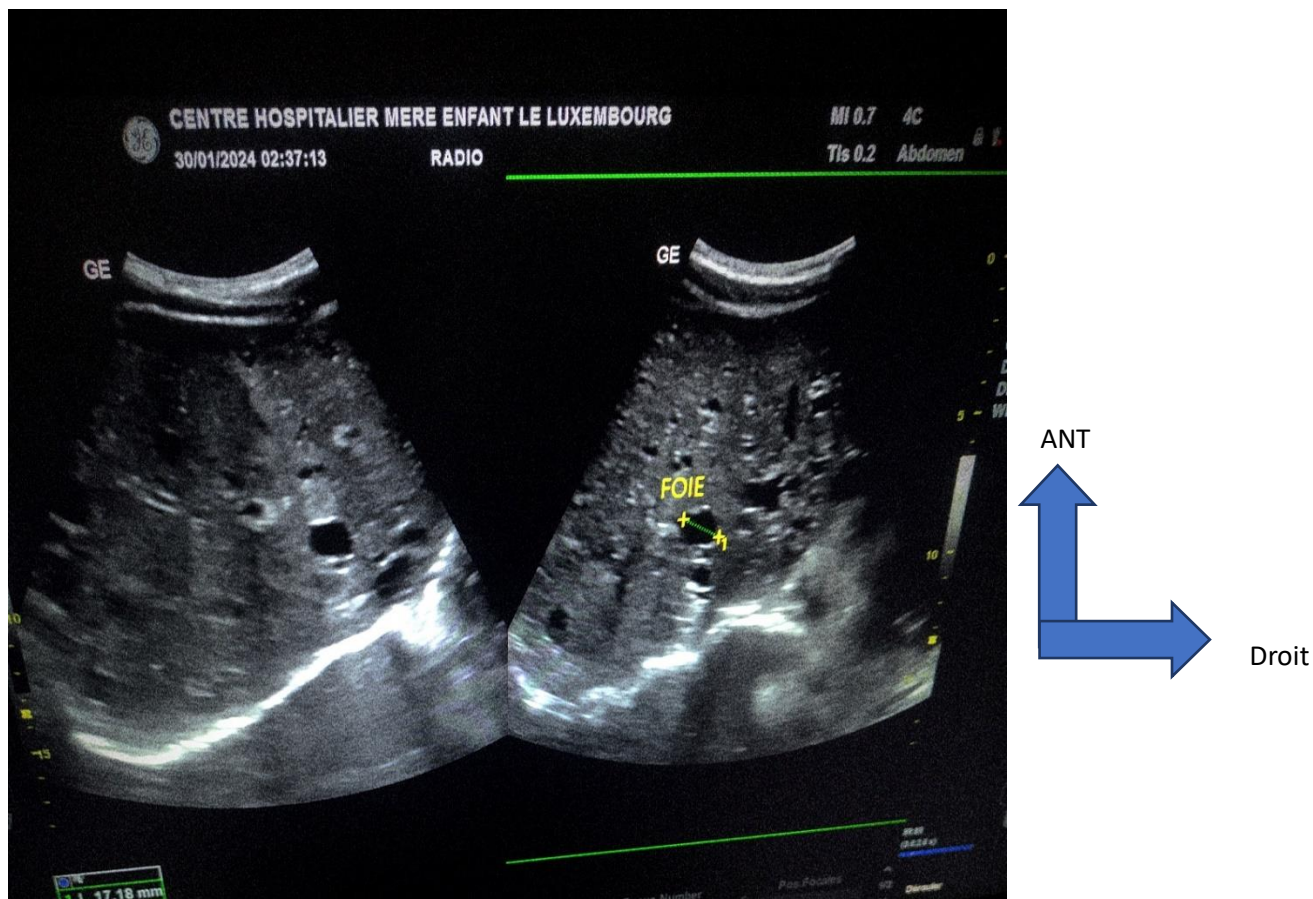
Coupe transversale : images échographiques de multiples kystes au niveau hépatique.
